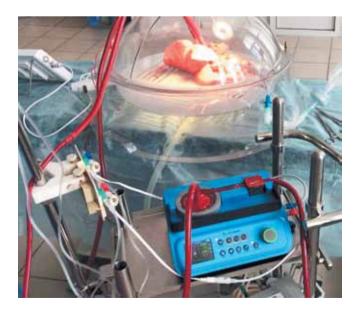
Общий вид замкнутого перфузионного контура
